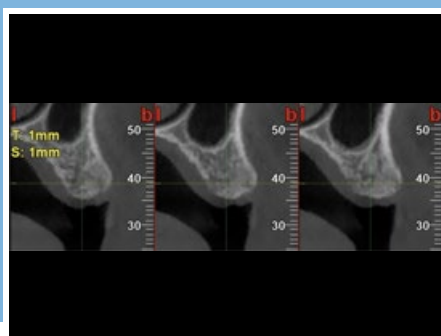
Cross-Section della CBCT dopo 5 mesi dall'intervento che evidenzia il mantenimento della corticale vestibolare e l'ottimo mantenimento volumetrico in senso orizzontale.
